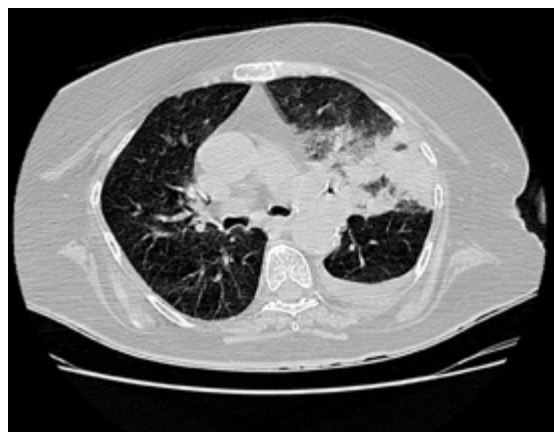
TC de tórax inicial.
